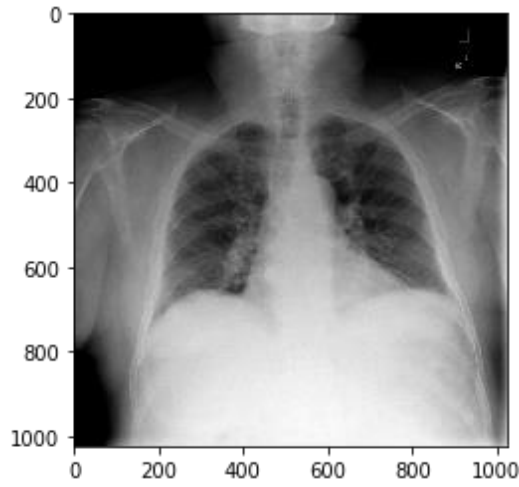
36 Pnömotoraks Tanısı İçin Röntgen Görüntüsü [65]
